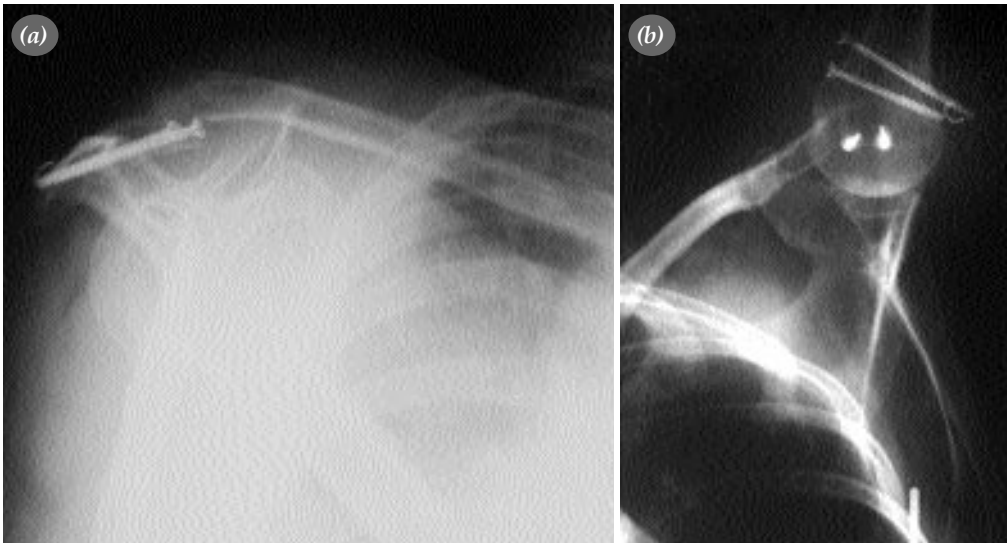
K-teli ile tespit ve no 5 ethibond ile serkilaj yapılan hastanın ameliyat sonrası grafisi.
